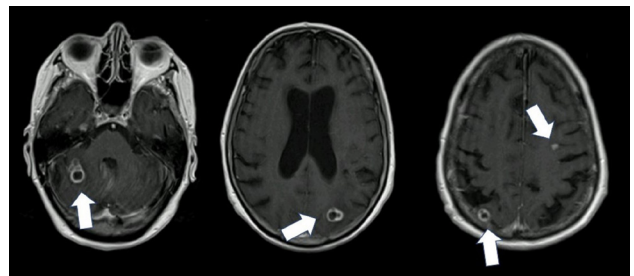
Contrast-enhanced MRI unveiled multiple new ring-enhancing lesions consistent with abscesses both in the supratentorial compartment and posterior fossa (arrows).
